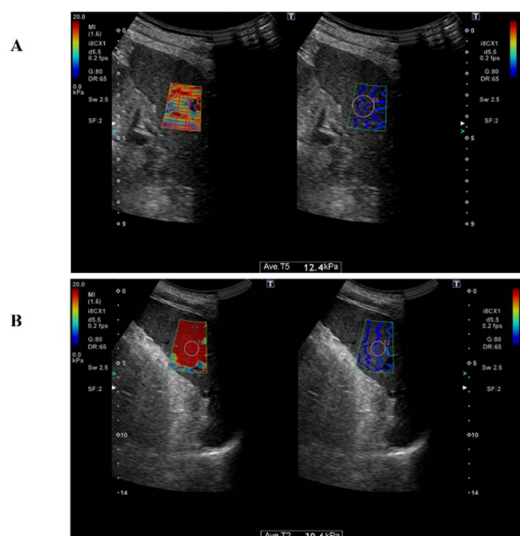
超音波エラストグラフィ法による脾硬度の測定
